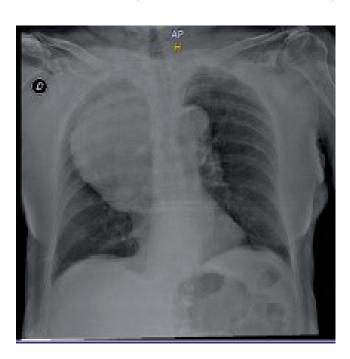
Radiografía anteroposterior de tórax. Fuente: los autores.
